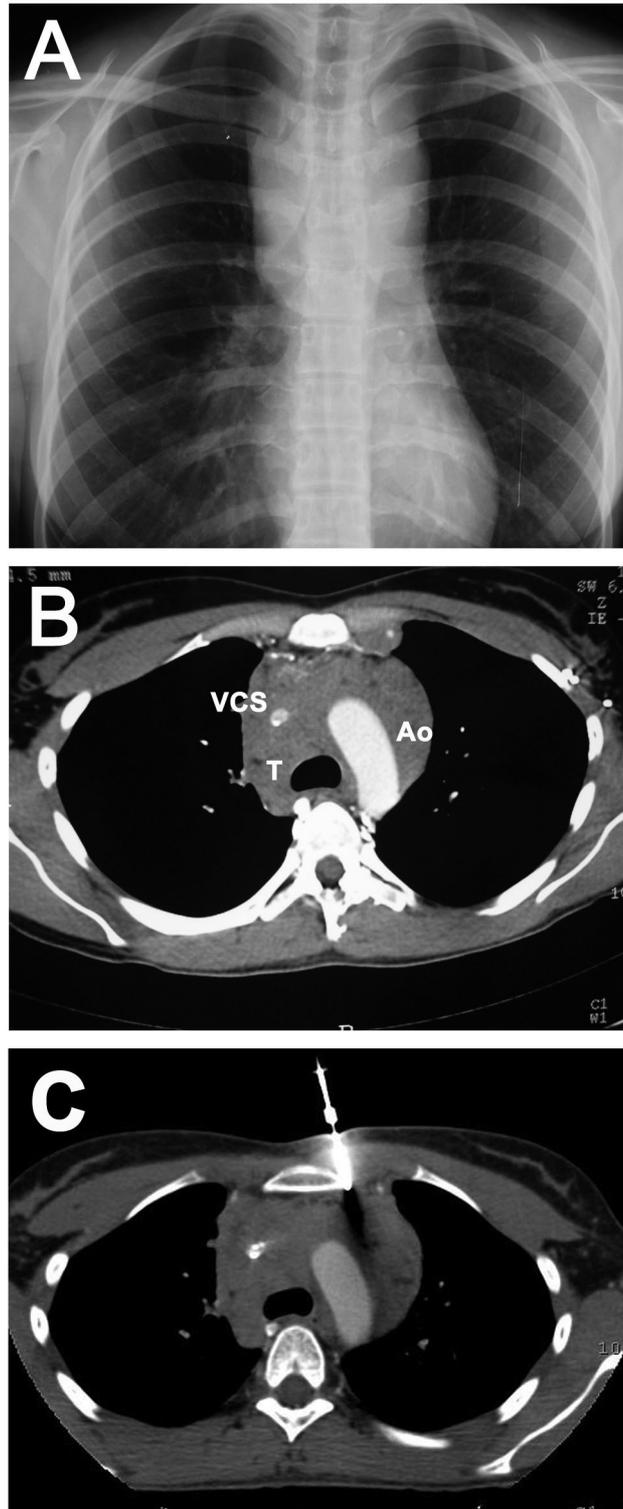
Maladie de Hodgkin révélée par un syndrome cave supérieur. (A) Radiographie de thorax de face : syndrome médiastinal en " cheminée ". (B) Scanner thoracique injecté : masse tumorale médiastinale engainant la crosse de l'aorte (Ao), la trachée (T) et la veine cave supérieure (VCS). (C) Scanner thoracique injecté : biopsie diagnostique par voie latéro-sternale gauche passant entre le sternum et les vaisseaux mammaires internes gauches. (Pr. de Kerviler, Hôp. Saint-Louis, Paris)
